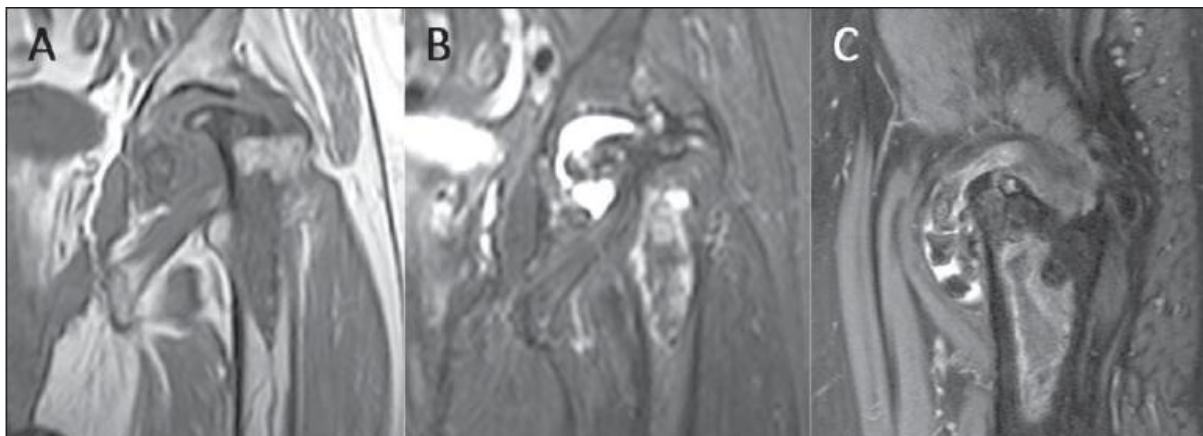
Imagens de RM do mesmo paciente da Figura 4, coronal T1 (A), coronal T2 SPAIR (B) e sagital T2 SPAIR (C) do quadril esquerdo mostrando extensa necrose avascular da cabeça do fêmur, com artrite degenerativa secundária avançada.
